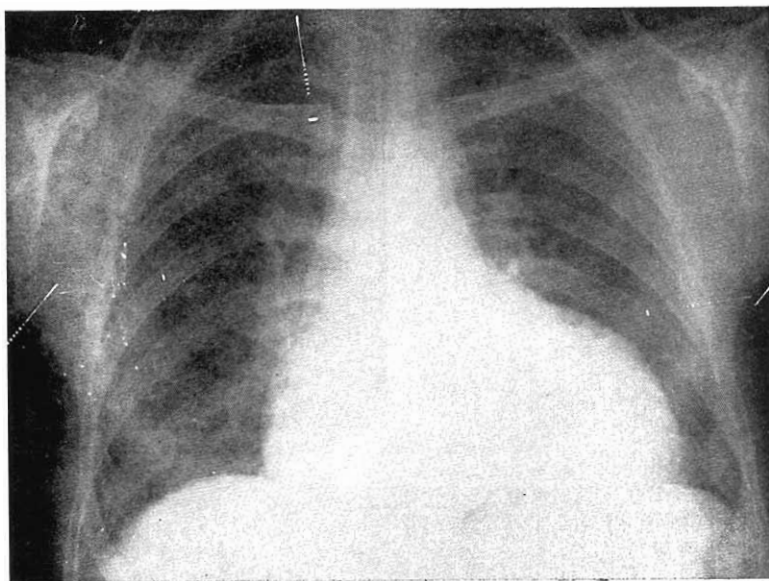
A.D.S. Telerradiografía frontal.
